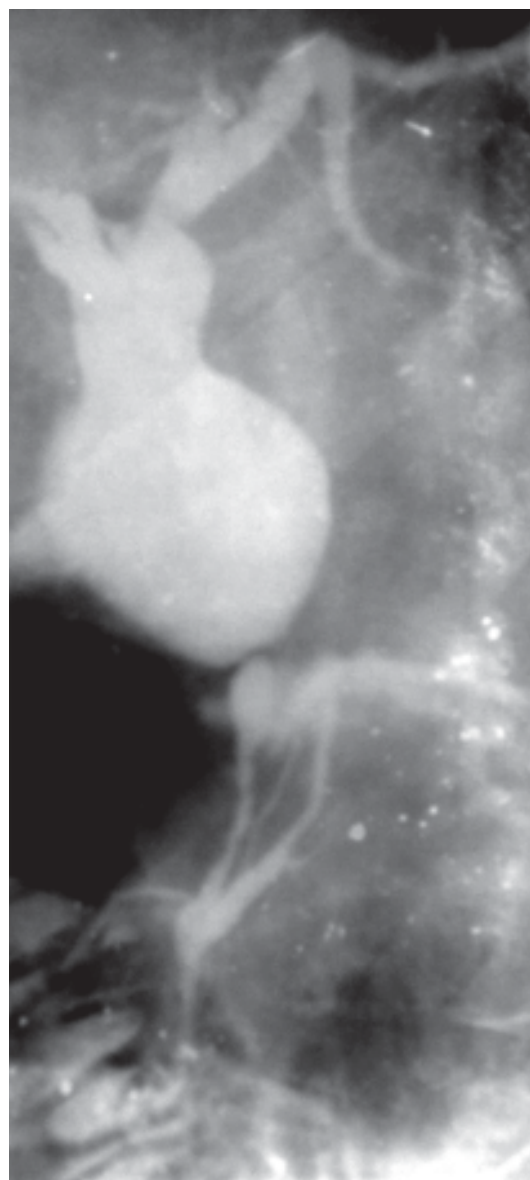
Рентгенограмма. Резкая делятация гепатихоледоха на ограниченном участке.
